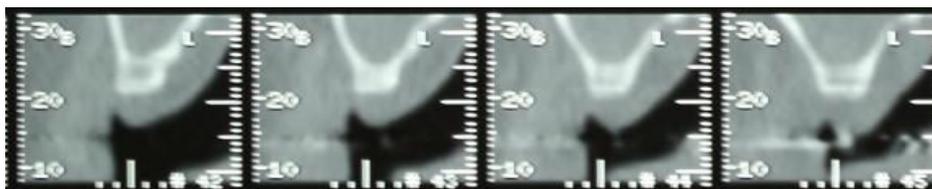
Tomografia inicial lado esquerdo
